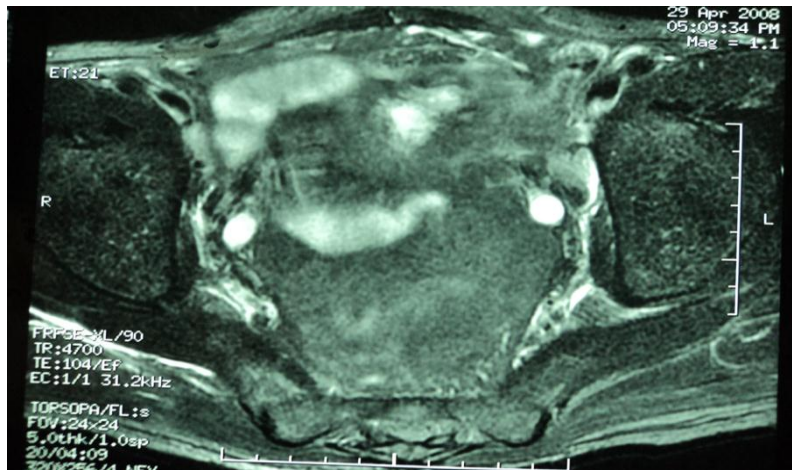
Uro IRM montrant une urétérohydronéphrose bilatérale.
